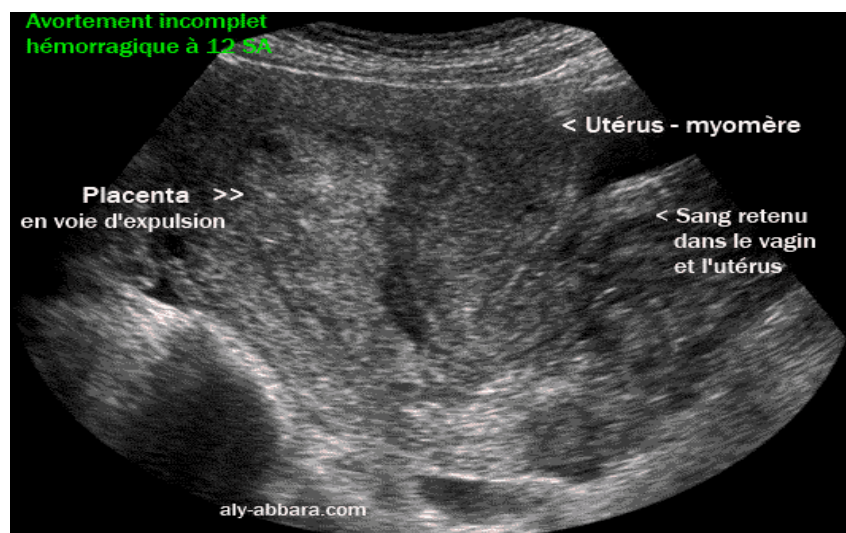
Image échographique montrant un avortement spontané incomplet à 12 SA avec la rétention du placenta après avoir expulsé le fœtus. Une importante hémorragie avec des caillots retenus dans la cavité utérine et dans le vagin [57].
